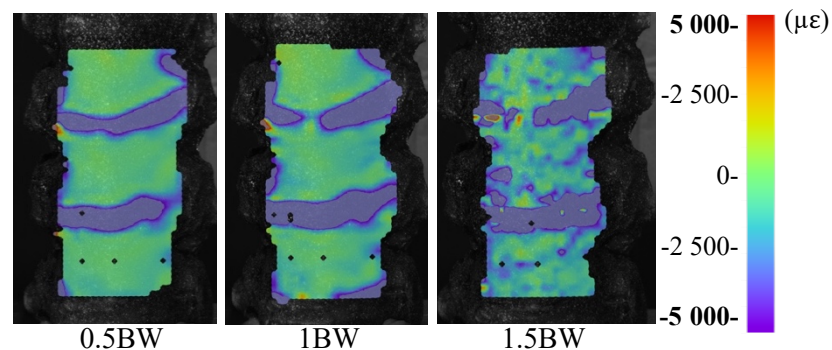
Provino #784, tratto T6-T9: a destra il SINS relativo alla vertebra metastatica T8; al centro la mappa di deformazioni del segmento vertebrale per le tre condizioni di carico: 0.5 BW, 1 BW, 1.5 BW e relativa scala di riferimento; a sinistra le immagini CT relative alla vertebra metastatica T8 in vista trasversale e dell'intero segmento in vista laterale.
